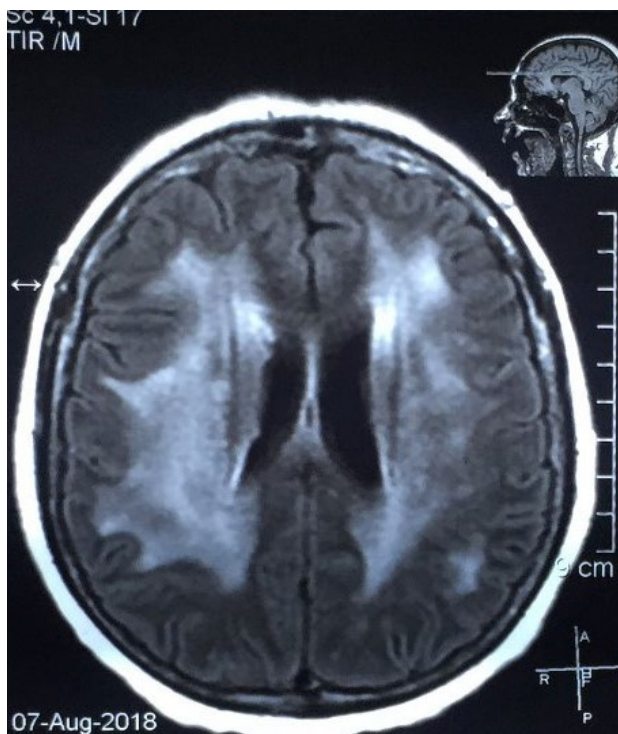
Corte axial de IRM secuencia FLAIR en el que se muestra una leucoencefalopatía bilateral con aumento del tamaño ventricular.
